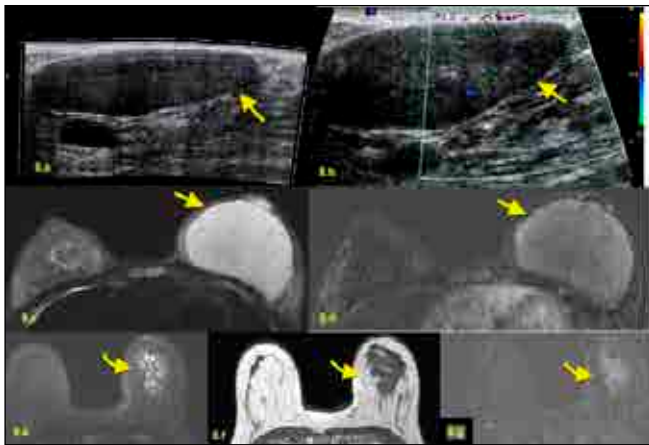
Pseudoangiomas. Ultrasound image, it can be observed as a circumscribed nodular lesion (Figure 8.a,b)(%86) that requires differential diagnosis with fibroadenoma, or sometimes hypoechoic heterogeneous margins are uncertain(%14)(4). Sometimes it can lead to asymmetric enlargement in the breast(8 c,d). DCE MRI also shows non-masslike, clustering persistent enhancement (Figure 8.e,f,g) (type 1) or plateau enhancement kinetics.
